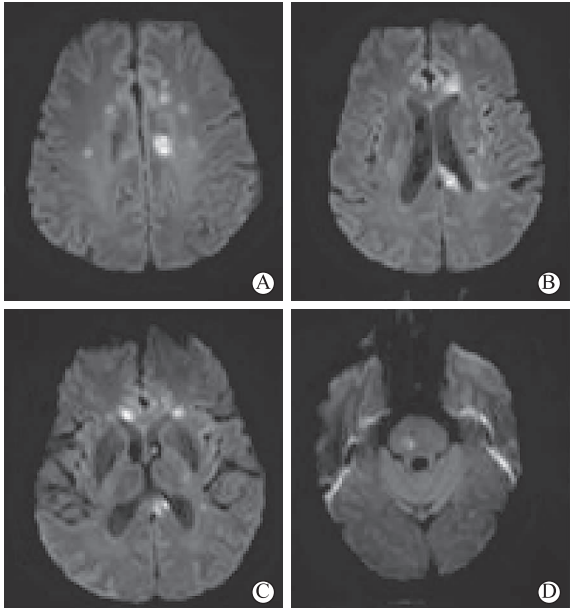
MRI 可见分布于不同脑动脉供血区的多发性梗死(高信号)灶
